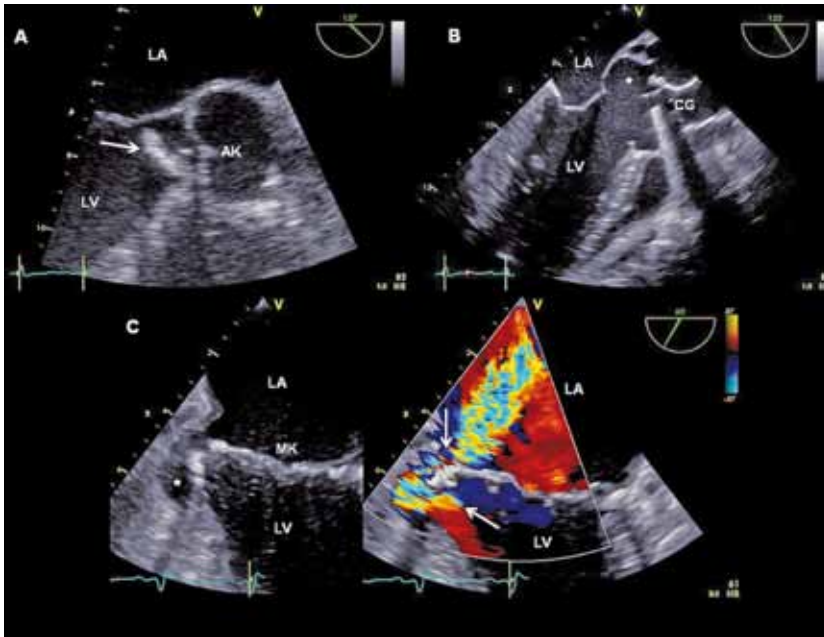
Transösophageale Echokardiogramme mit Nachweis endokarditischer Läsionen
